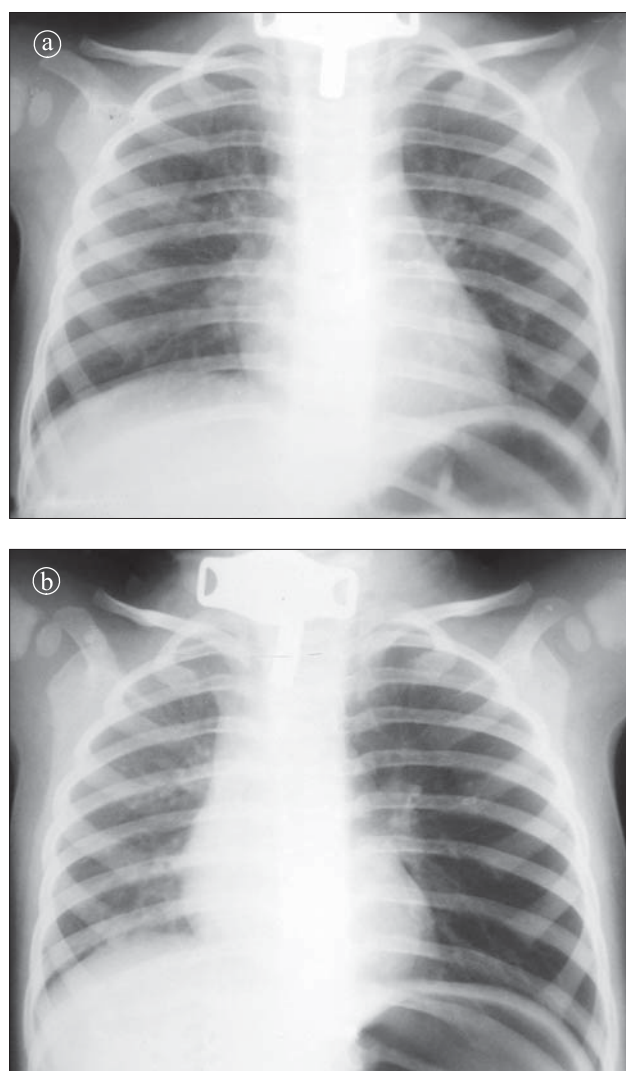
Corp străin radiotransparent intra-bronșic: a) Pe radiografia toracică în inspirație se vizualizează o opacitate cu intensitate redusă în hemitoracele stâng. b) Radiografia toracică în expirație evidențiază hipertransparența hemitoracelui stâng.
